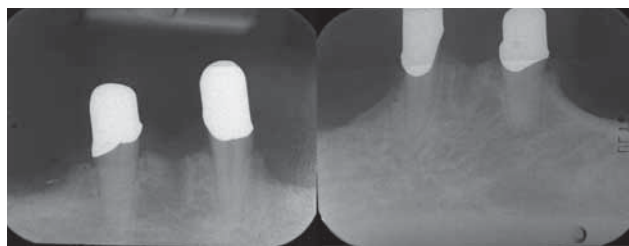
Einzelzahnröntgenbilder der Pfeilerzähne 35, 33, 43 und 45 mit zementierten Primärteilen.
